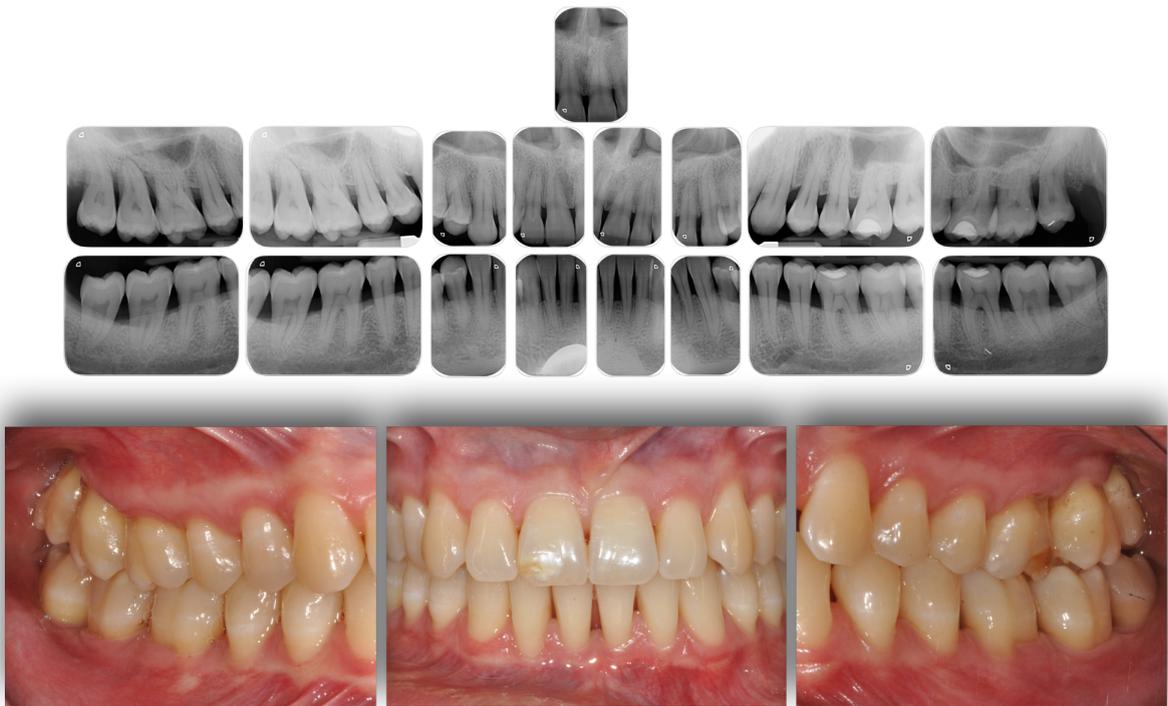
Follow up a 24 mesi: fotografie intraorali e status radiografico.
